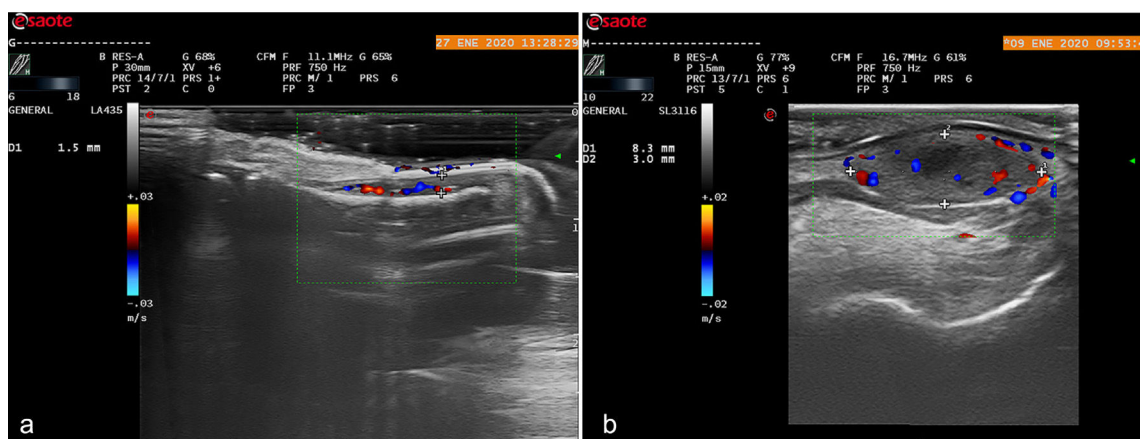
a. Ecografía de alta frecuencia en corte longitudinal de una uña normal. b. Ecografía de alta frecuencia en corte longitudinal a nivel de la falange distal. Se aprecia engrosamiento del lecho ungueal con aumento de la vascularización.
